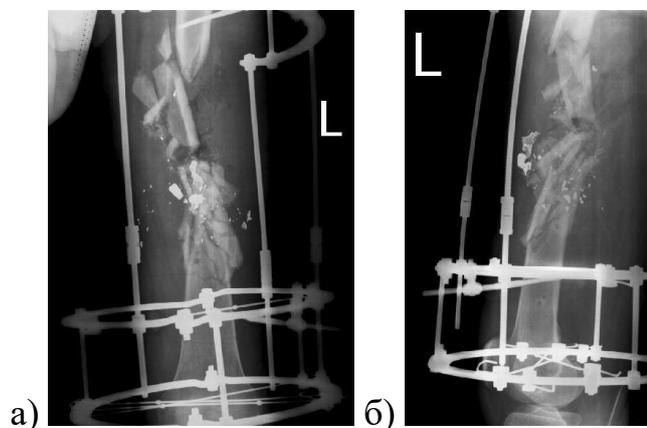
Раненый Л., 37 лет. Рентгенограммы левого бедра после замены АВФ: а) прямая проекция; б) боковая
